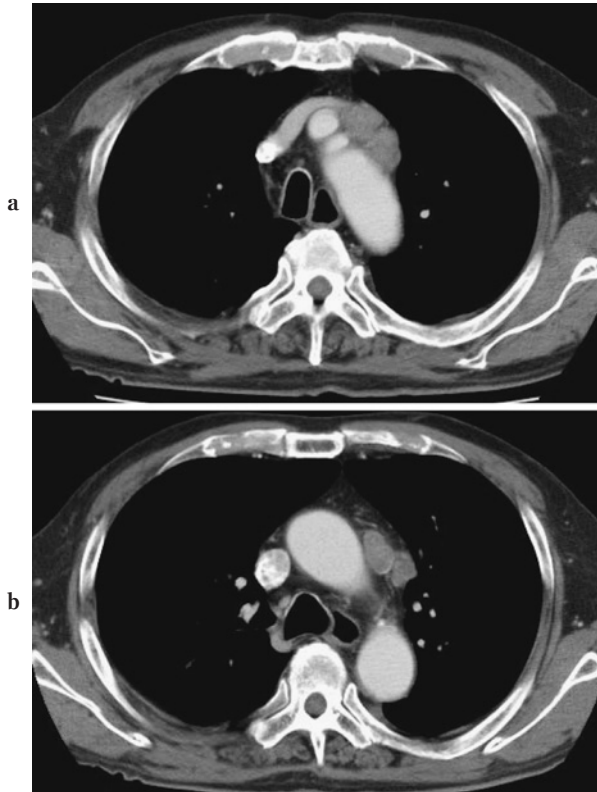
a) Chest CT shows mediastinal lymphadenopathy. b) Chest CT shows mediastinal lymphadenopathy.
